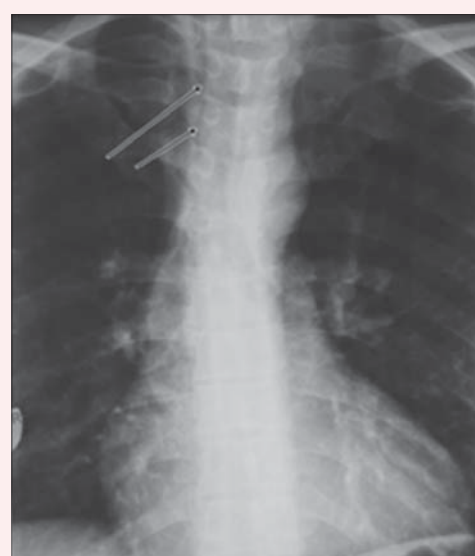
Рентгенографія ОГП у прямій проекції. Стрілками вказано невелику кількість вільного повітря в середостінні
